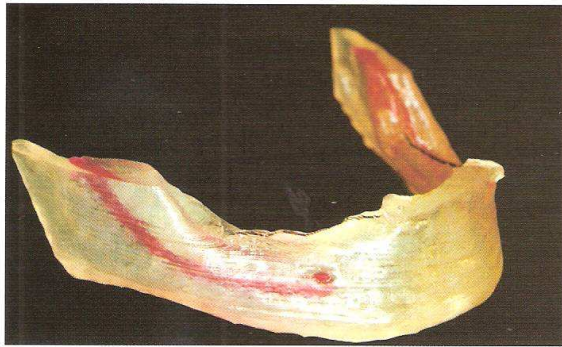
TAC spirale Modello Stereolitografico
